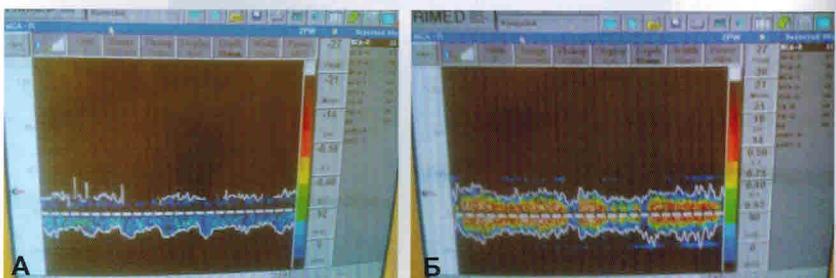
УЗИ БЦА этой же пациентки (Г.) после операции:
